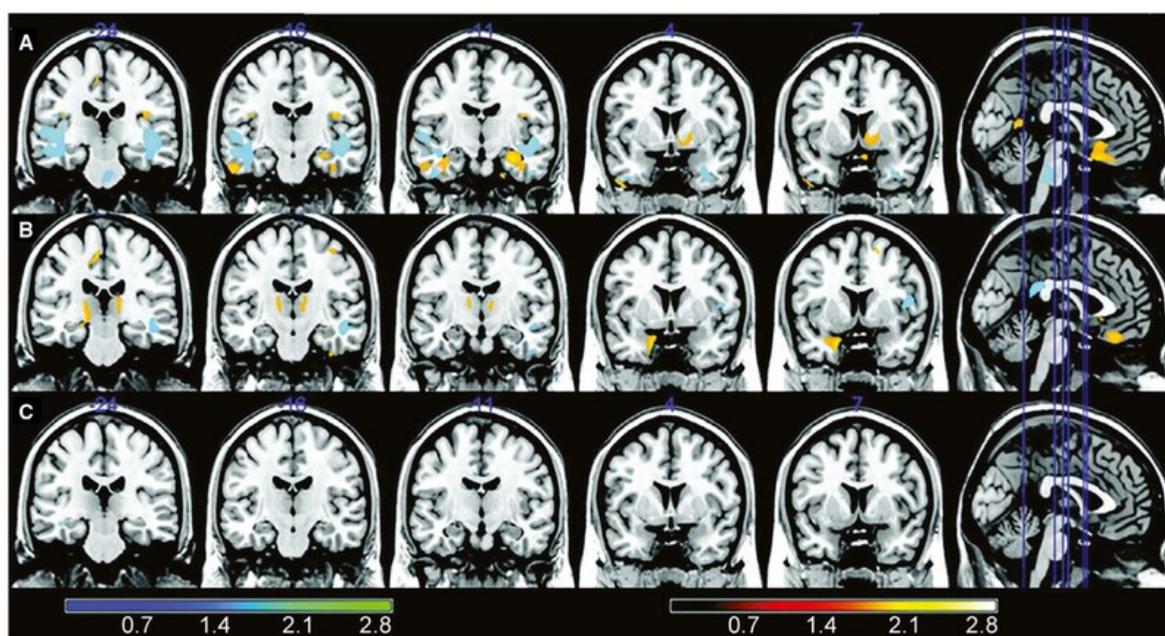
La morfometria basata su voxel (VBM) analizza confrontando la prima e la seconda risonanza magnetica (MRI) di pazienti con epilessia del lobo temporale mediale sinistro (riga A), destro (riga B) e controlli sani (riga C) [Englot & Morgan, 2020]
